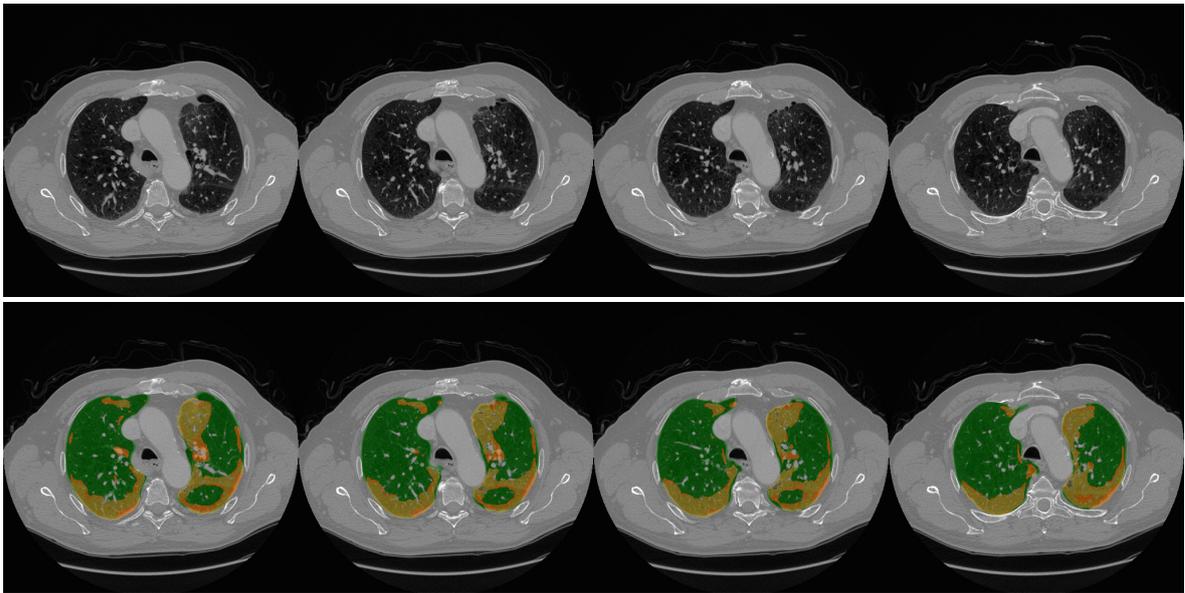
Scheiben der LTA-Karte mit Gewebe, das infolge von Atelektase falsch bestimmt wurde. Die erste Zeile zeigt die Original-CT-Lungenaufnahme und die zweite Zeile die LTA-Karte der entsprechenden Scheiben.
